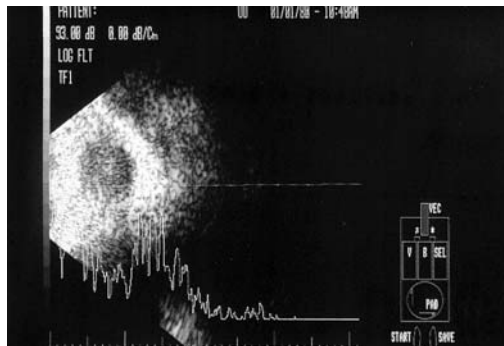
Ecografía ocular de tumoración quística. Se aplica la sonda directamente sobre la tumoración.
